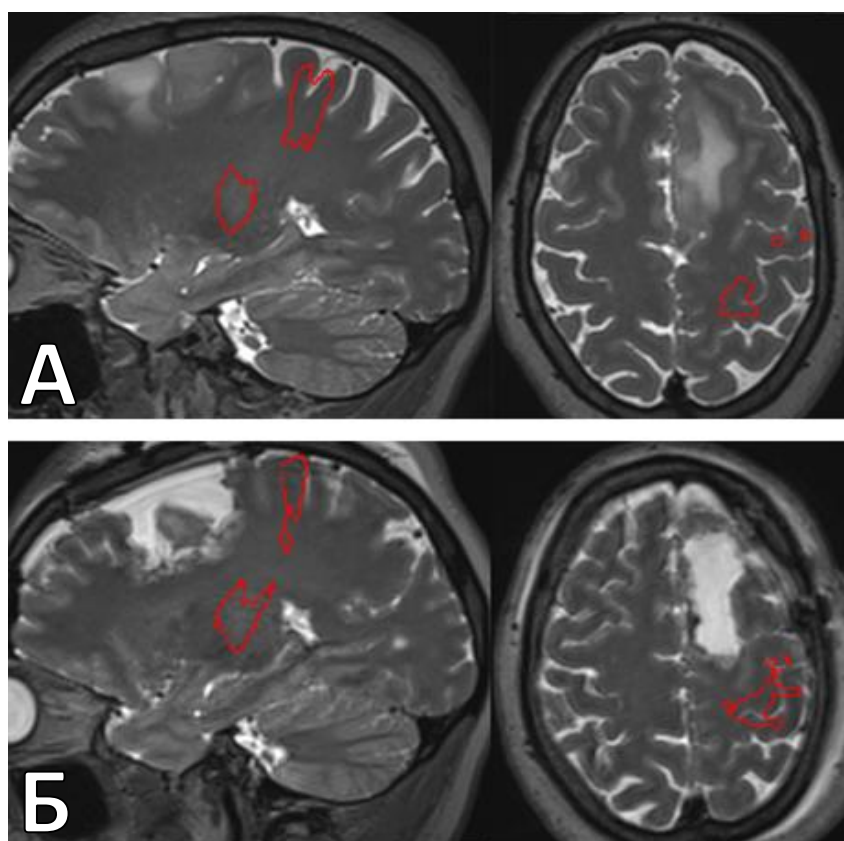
Реконструкция КСТ у пациента с астроцитомой WHO grade 2 IDH-mutant в ДМО доминантного полушария до и после операции. А. T2-взвешенные изображения МРТ головного мозга до операции в сагиттальной и аксиальной проекциях (слева направо) с наложенным на них левым КСТ (трехмерная модель красного цвета). Б. T2-взвешенные изображения МРТ головного мозга после операции в сагиттальной и аксиальной проекциях (слева направо) с наложенным на них полностью сохранным левым КСТ (трехмерная модель красного цвета)
